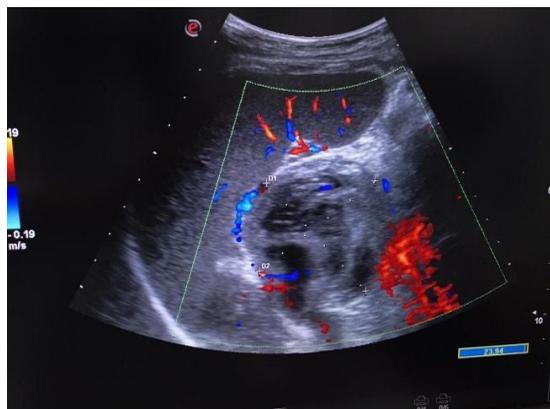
Ecografía doppler abdominal. Extenso hematoma mural heterogéneo con áreas laminares anecoicas en su interior, sin señal vascular, con un diámetro de 59mm x 54mm. El flujo distal conservado (IR) 67mm.
